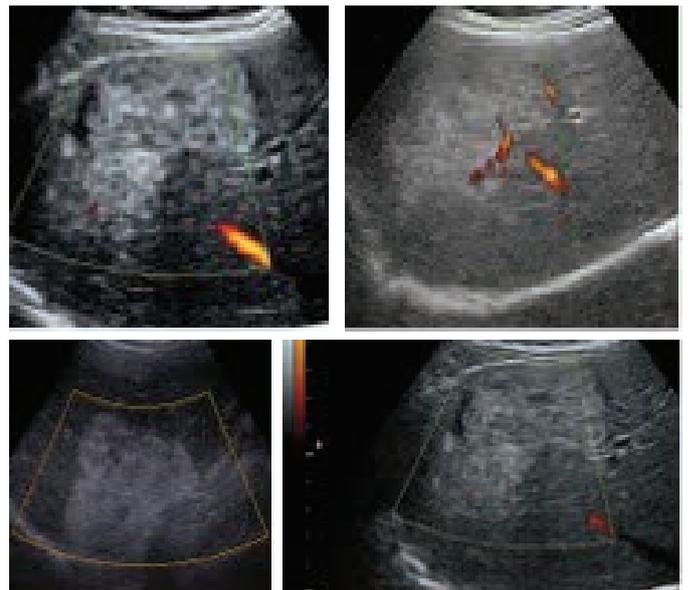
Hemangioma hepático atípico análise com Doppler de amplitude evidenciava escassa vascularização.
